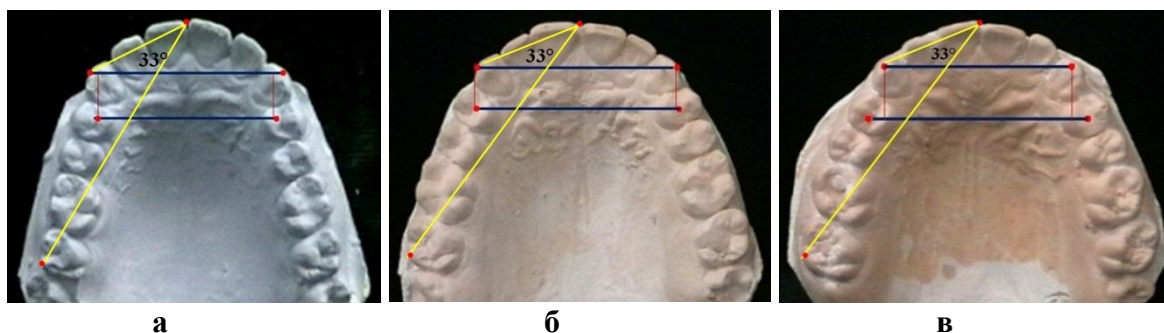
Особенности междиagonalного угла и трансверсальных размеров переднего отдела зубной дуги при протрузионном (а) мезотрузионном (б) и ретрузионном типе верхней зубной дуги
